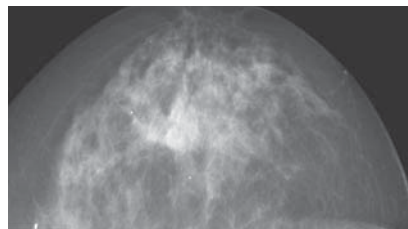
Маммография: сгруппированные микрокальцинаты (20 на кв.см). 5 категория по BI-RADS. УЗИ: не визуализируются. SCNB: фрагменты ткани молочной железы с кистозно расширенными млечными протоками, фиброз стромы, микрокальцинаты в протоках. Секторальная резекция: внутридольковый рак in situ (DCIS) 1.5 мм. Проллиферативная ФКМ. Атипическая дольковая гиперплазия.
